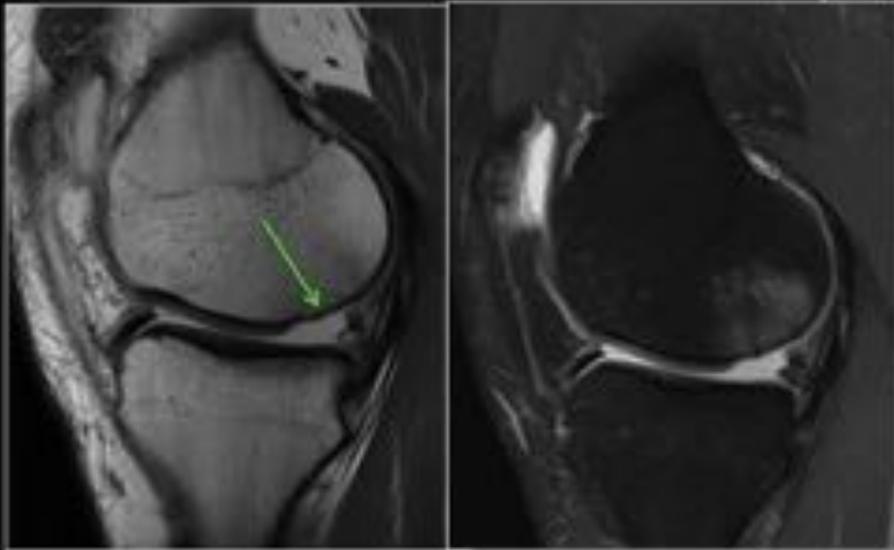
Recurrencia de la rotura meniscal. Paciente de 40 años con antecedentes de menisctomía. En el primer control RM (a los 4 meses), hiperseñal del menisco que no alcanza superficie articular ni muestra señal líquido (no concluyente). A los 2 años, nueva RM con señal líquido lineal que contacta con superficie articular (concluyente de nueva rotura)
